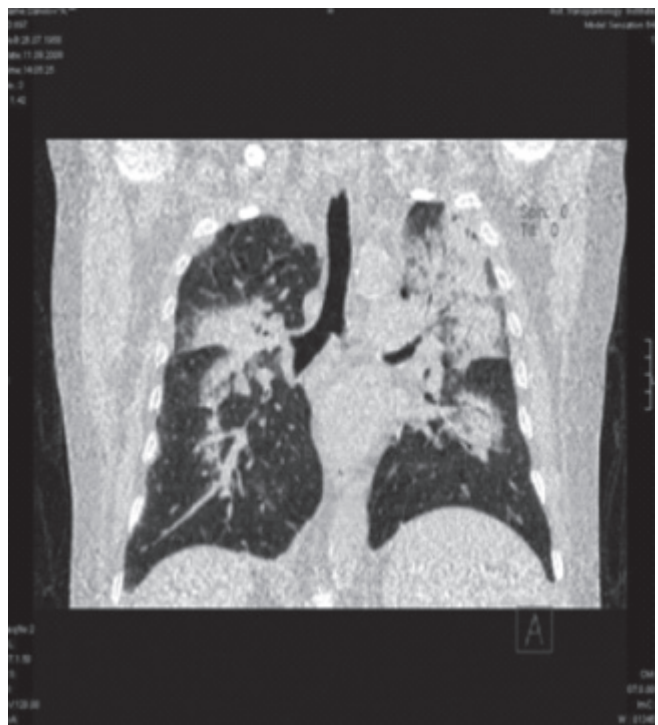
Двусторонняя полисегментарная пневмония, по данным СКТ ОГК
